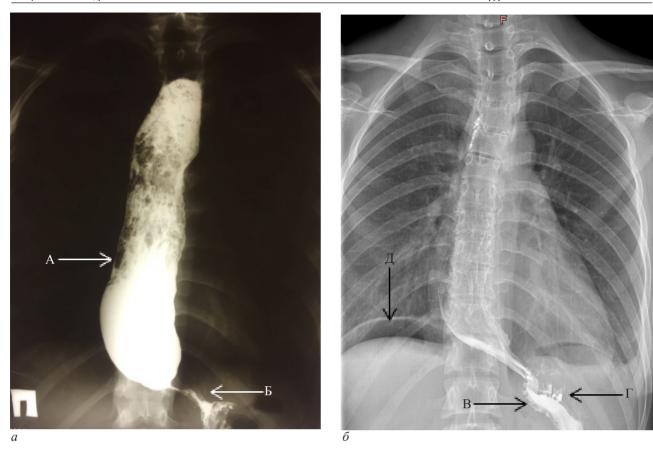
Рентгенограммы пищевода пациентки  $\Gamma$ ., 22 лет, до (a) и после (б) операции: A – расширенный пищевод с контрастным содержимым; B – сужение области кардии; B – область кардии после операции;  $\Gamma$  – клипсы, фиксирующие свод желудка; B – свободный газ в брюшной полости
